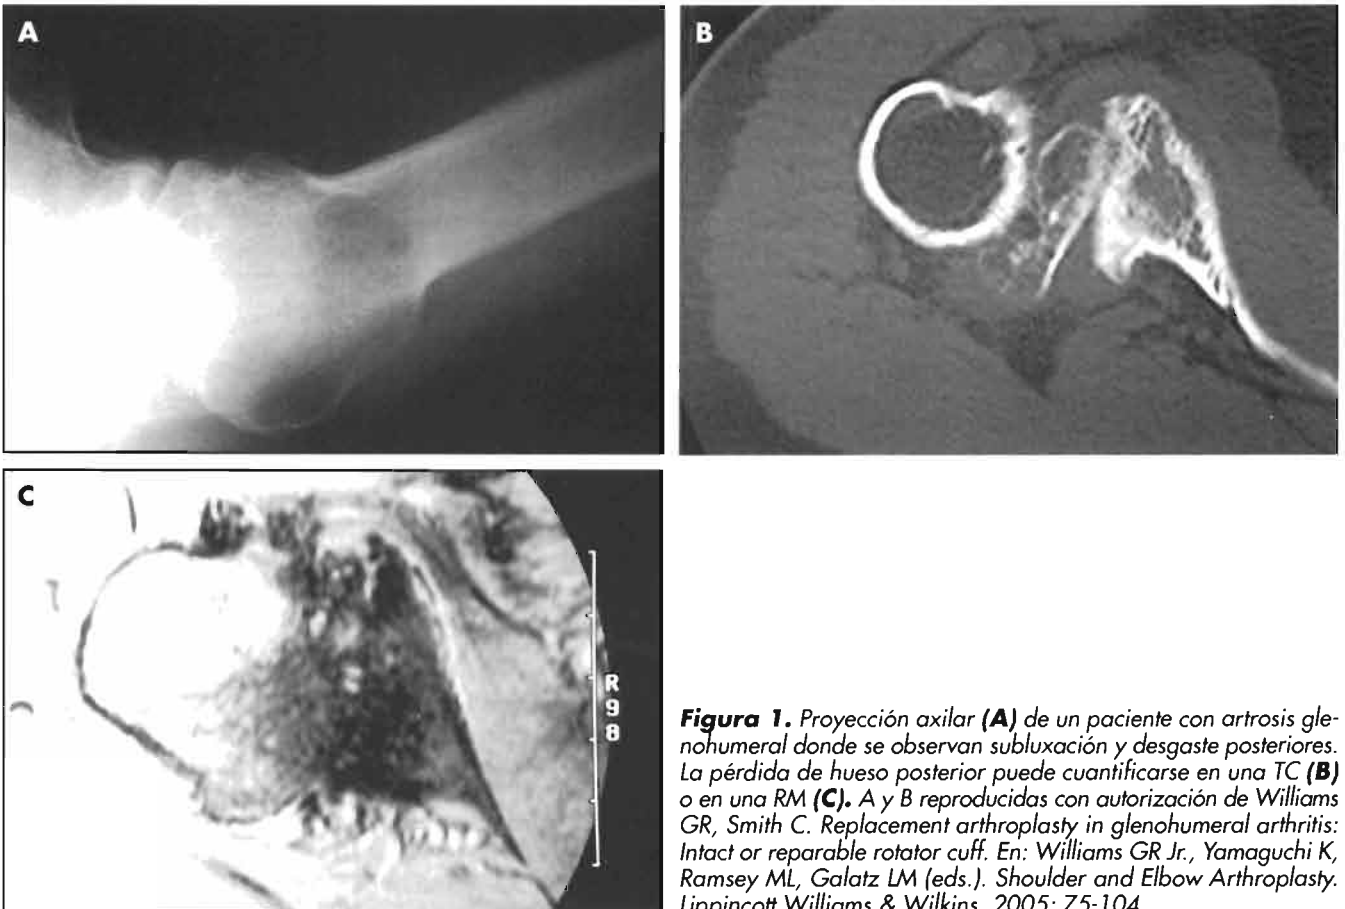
Proyección axilar (A) de un paciente con artrosis glenohumeral donde se observan subluxación y desgaste posteriores. La pérdida de hueso posterior puede cuantificarse en una TC (B) o en una RM (C). A y B reproducidas con autorización de Williams GR, Smith C. Replacement arthroplasty in glenohumeral arthritis: Intact or reparable rotator cuff. En: Williams GR Jr., Yamaguchi K, Ramsey ML, Galatz LM (eds.). Shoulder and Elbow Arthroplasty. Lippincott Williams & Wilkins, 2005; 75-104.
